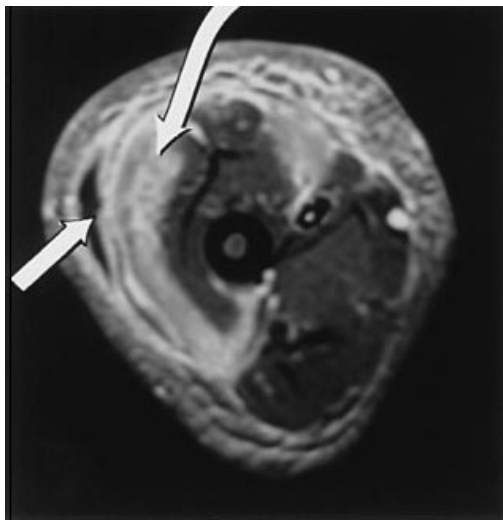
T2 gewichtetes MRT²²
